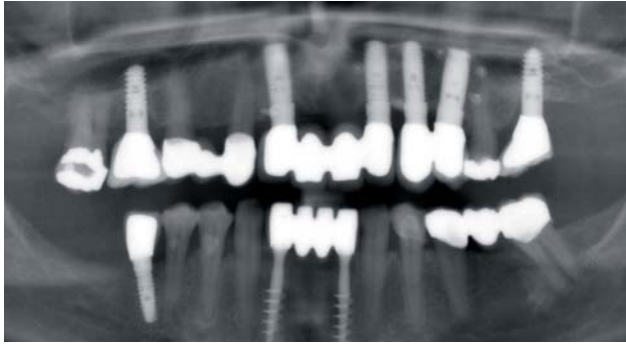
Die röntgenologische Kontrolle nach Eingliederung bestätigt den spaltfreien Sitz...
